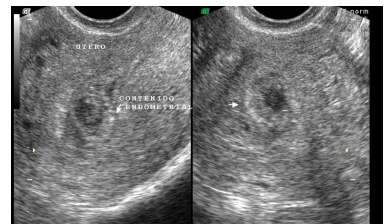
Aborto Diferido (missed abortion), nótese la desestructuración del patrón ecográfico de la gestación, las interfases embrionarias y deciduales están mal definidas, al doppler no se pudo establecer vitalidad del embrión. (Huamán G.)
